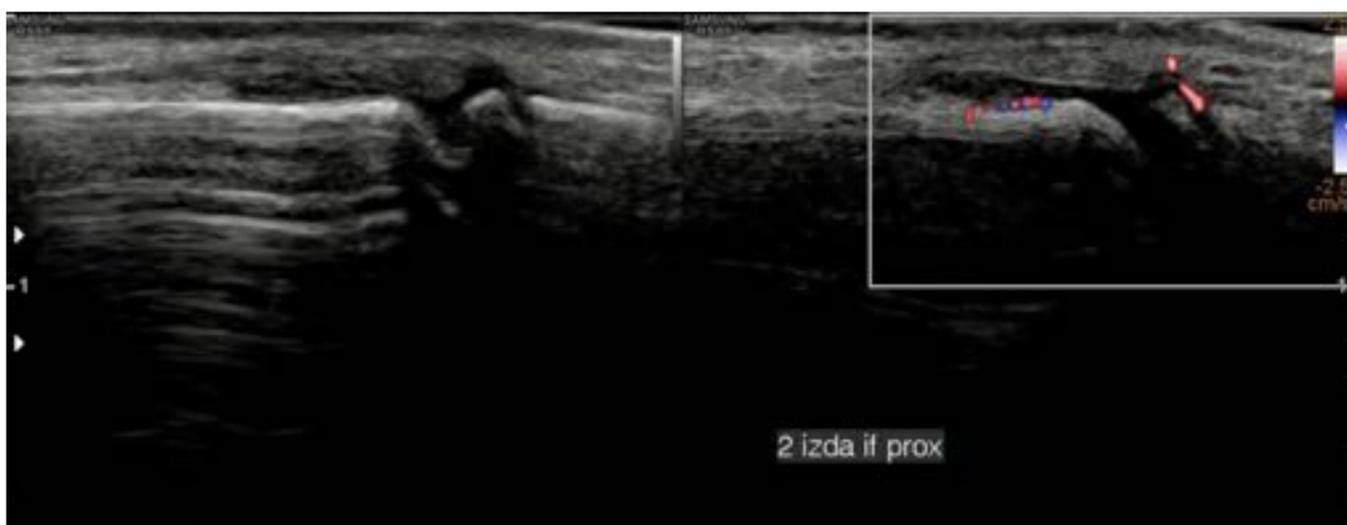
Niña de 9 años. Poliartritis FR negativo . Ecografía con sonda lineal de alta frecuencia: engrosamiento e hiperemia de la sinovial y derrame en receso articular de la articulación interfalángica proximal del 2º dedo de la mano izquierda.
